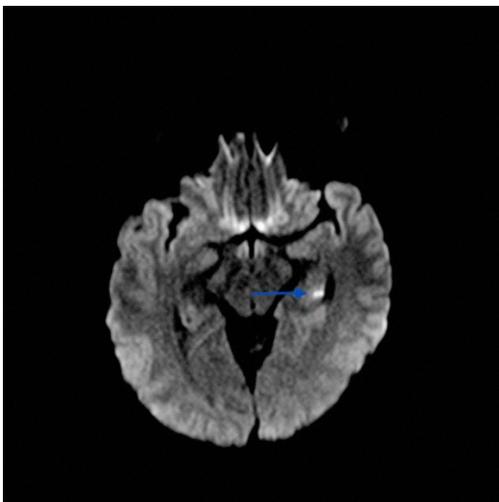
Restricción parahipocámpica izquierda en la secuencia DWI.
